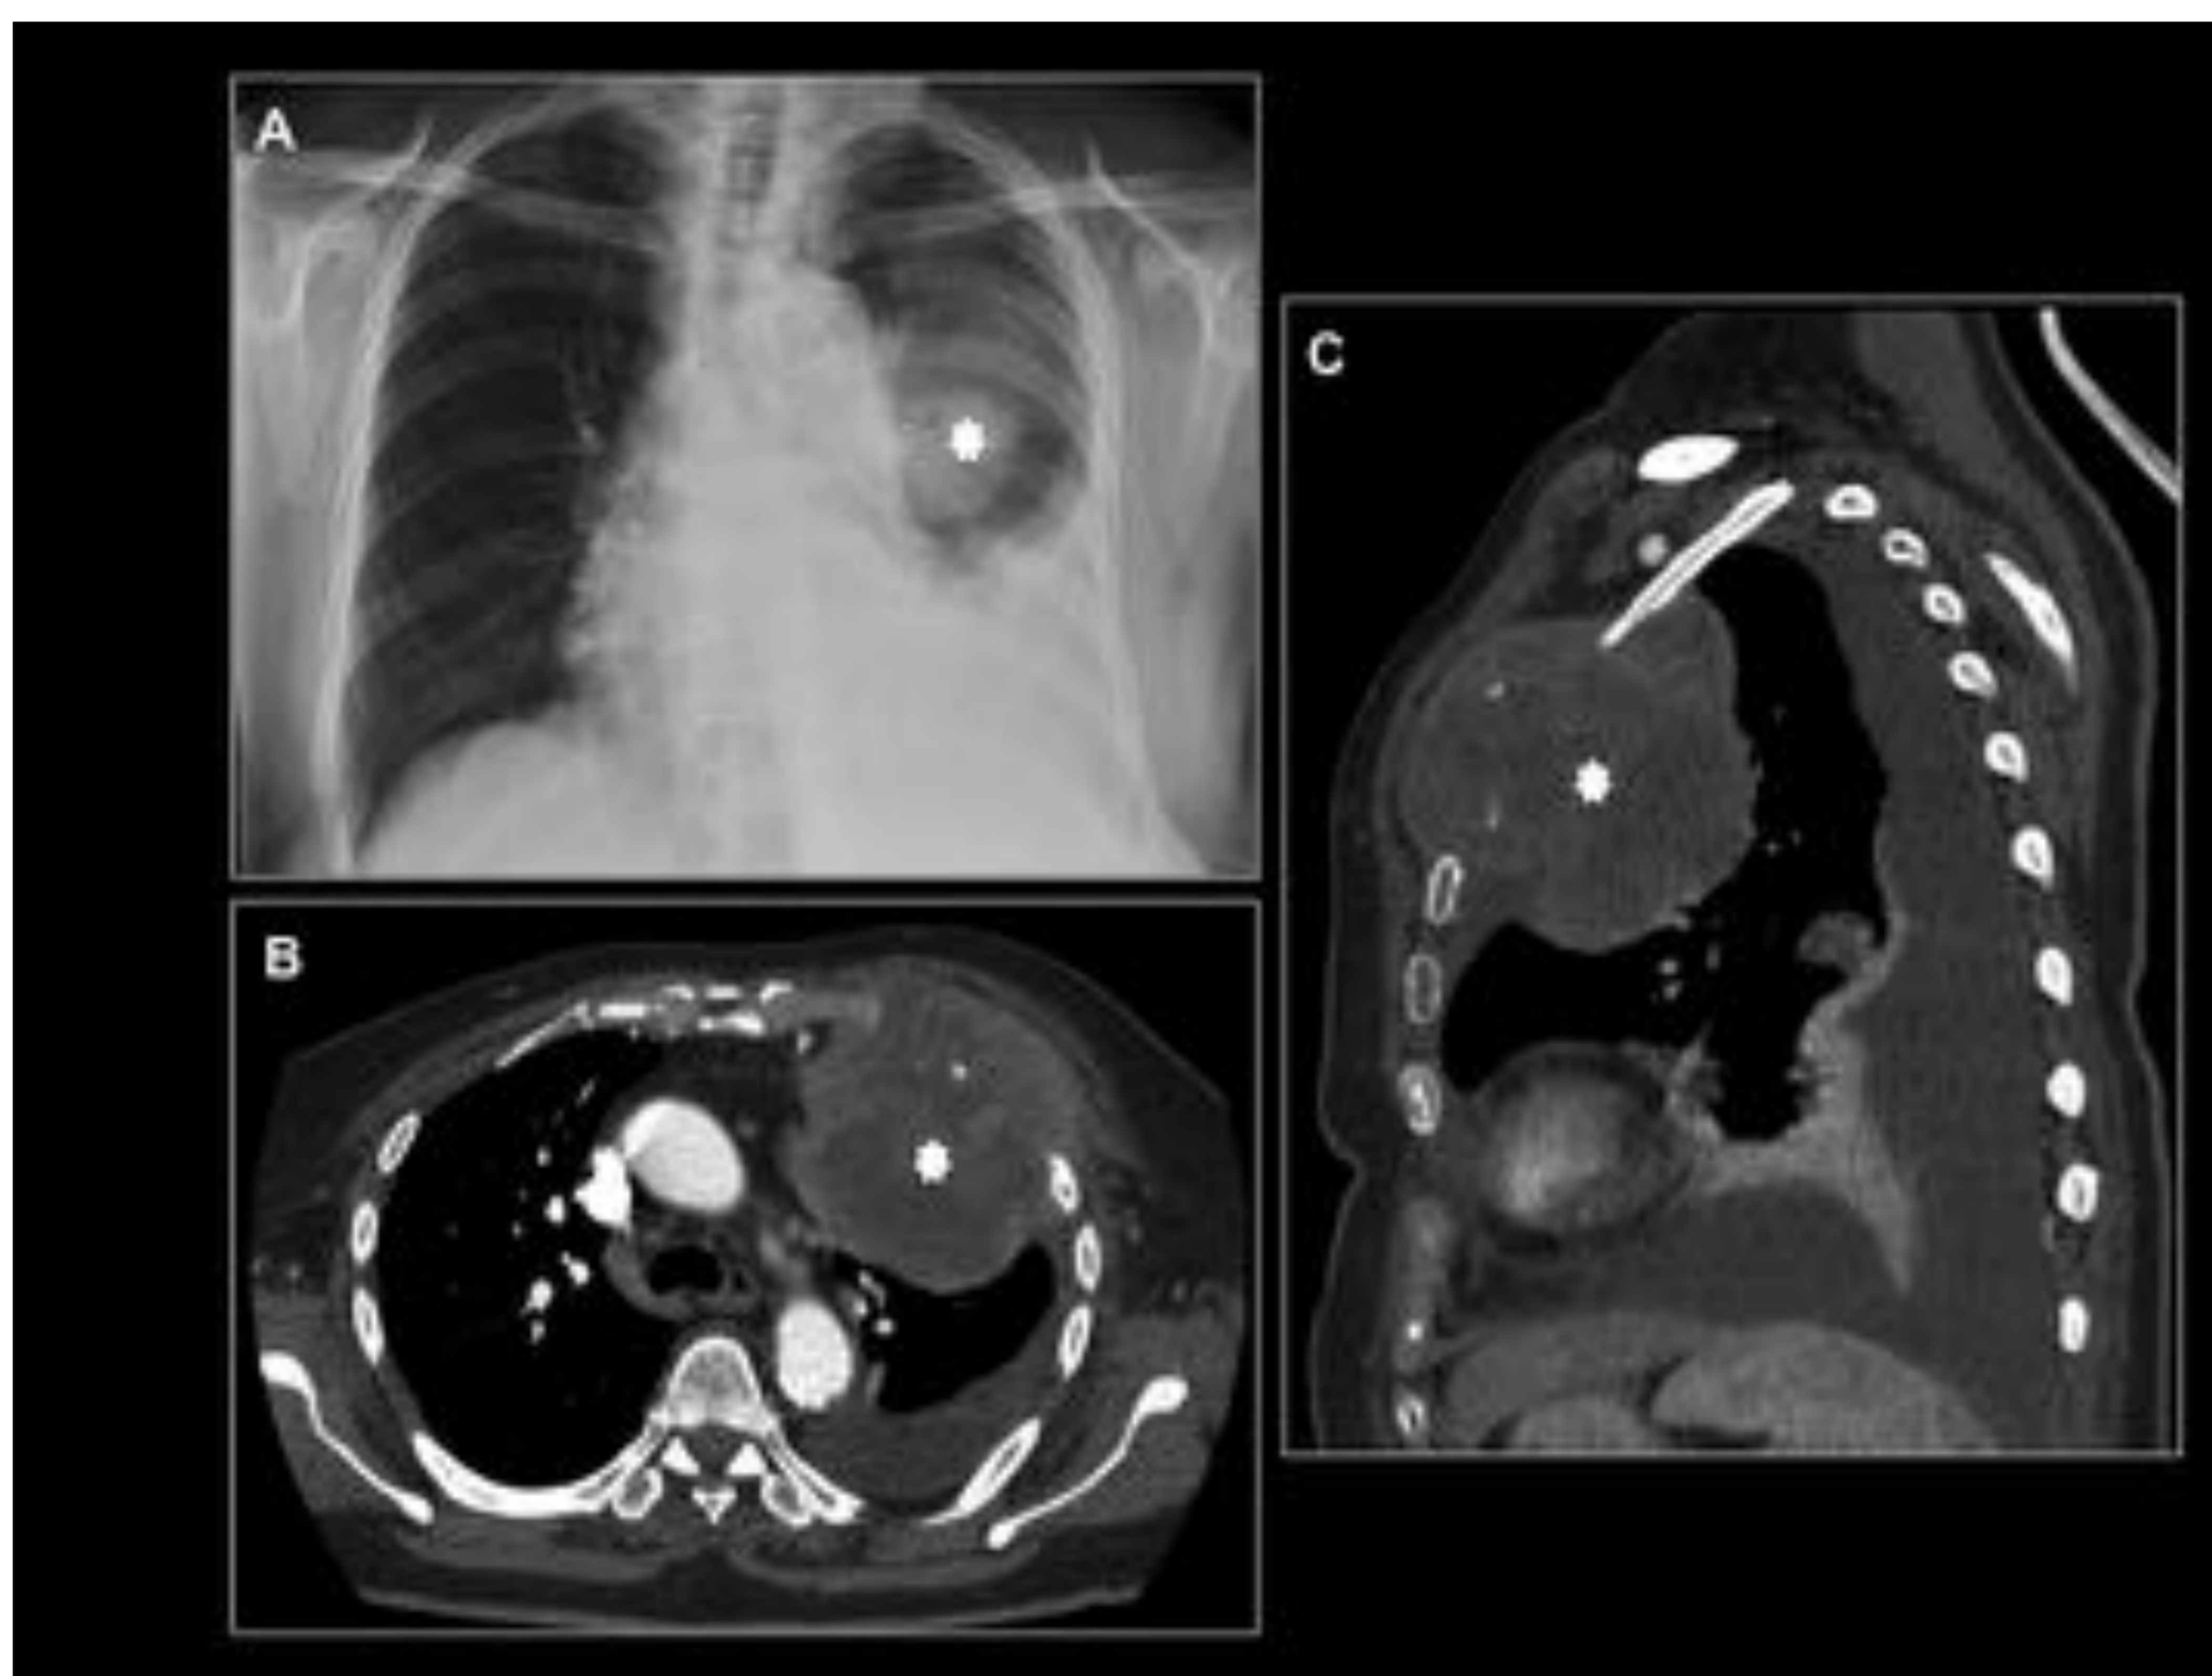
Metástasis pleurales. Radiografía de tórax PA (A) y Tc tórax con contraste en planos axial (B) y sagital (C). Masa hipodensa con captación periférica (asterisco blanco) localizada en pleural costal anterior izquierda que invade pared torácica con destrucción ósea. Hospital Universitario Central de Asturias.
